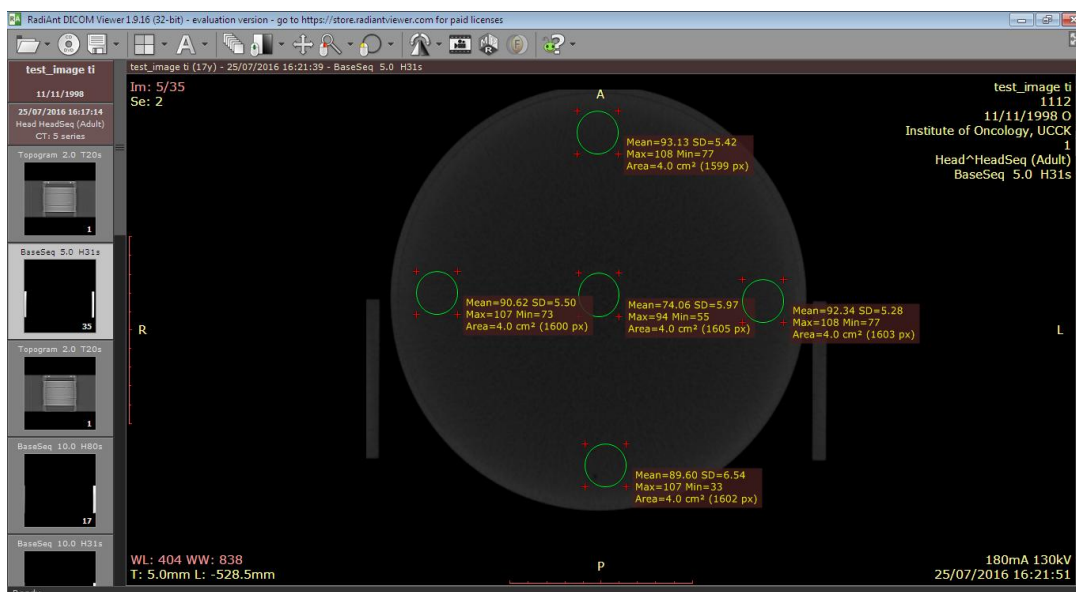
Matjet e devijimit standard të numrit CT në zonat e interesit (ROI)
